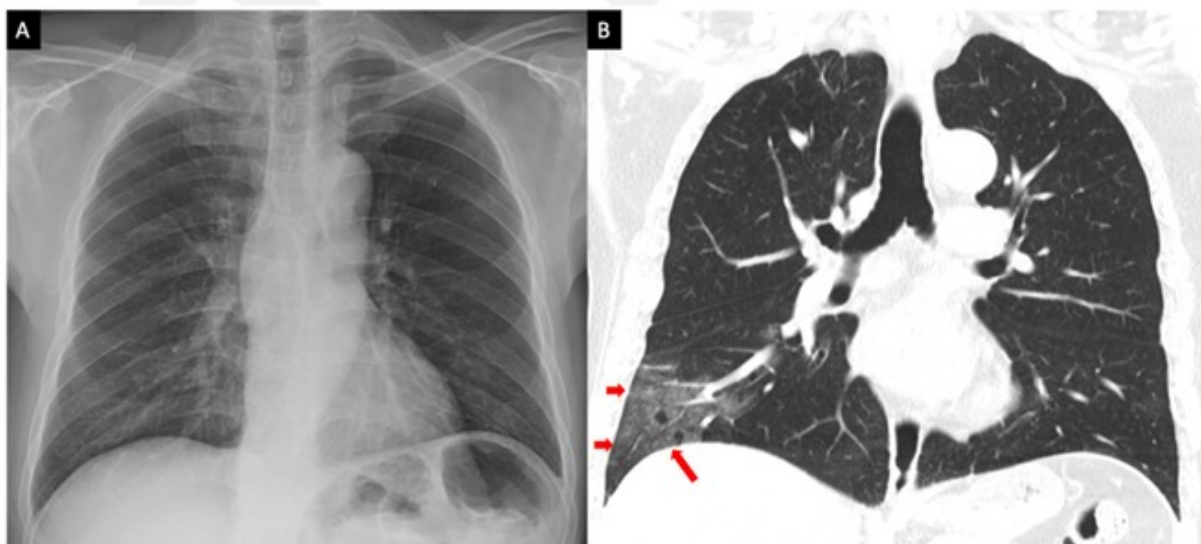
Ejemplo de imagen de CXR (A) e imagen de TC (B) de un paciente con COVID-19 positivo. Las flechas rojas muestran una lesión visible en la TC, pero no detectable mediante la CXR.
